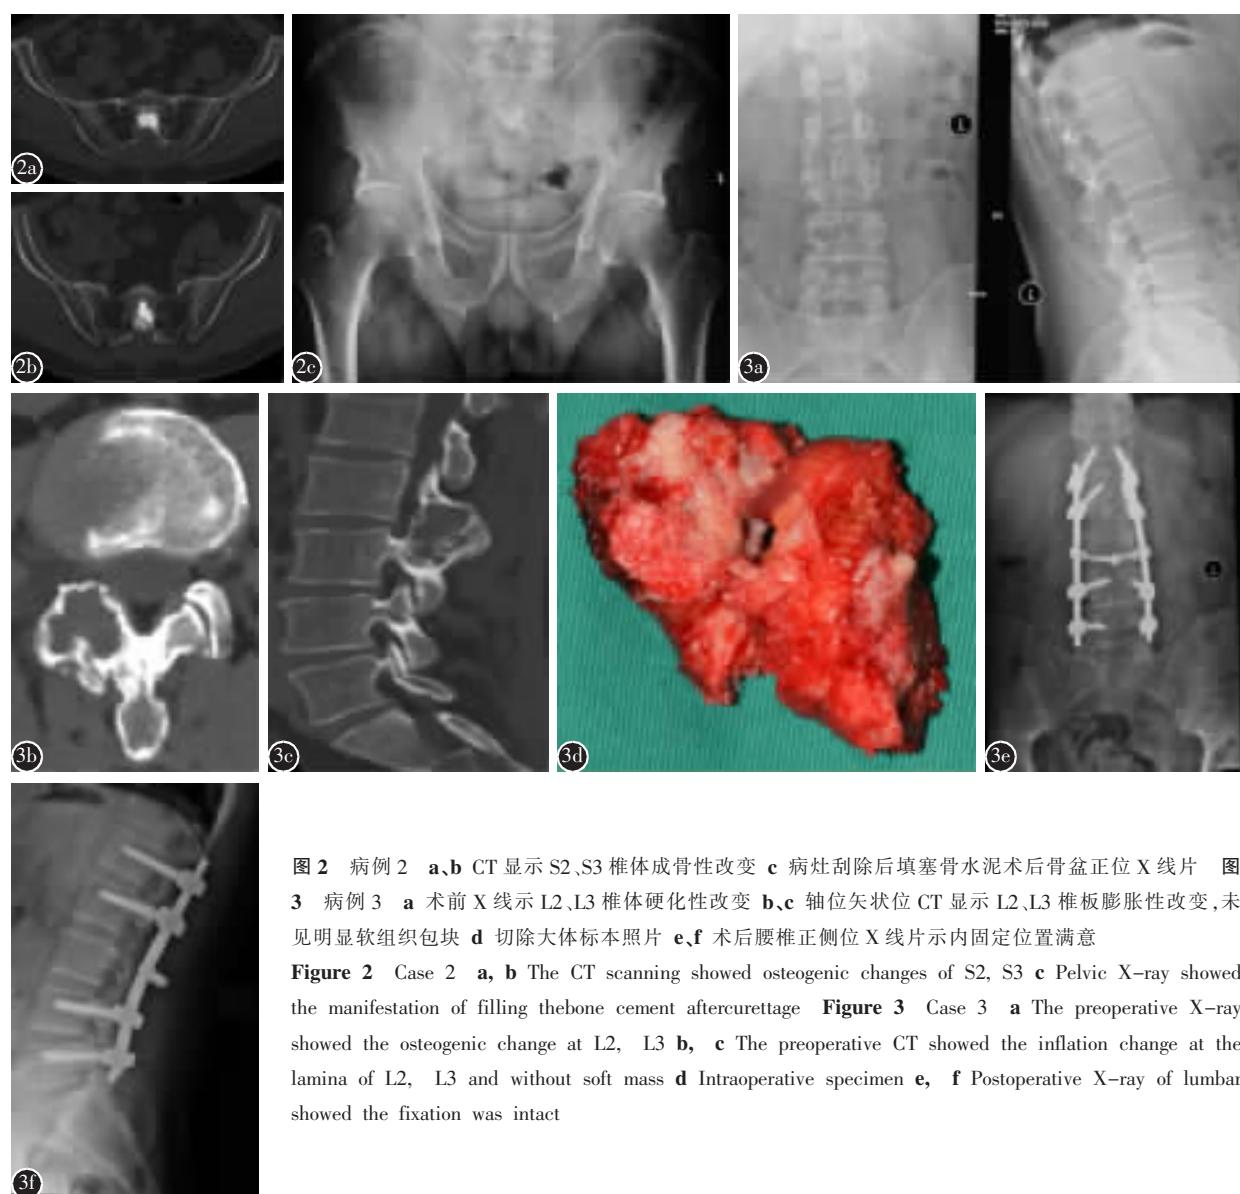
病例 2 a、b CT 显示 S2、S3 椎体成骨性改变 c 病灶刮除后填塞骨水泥术后骨盆正位 X 线片 图 3 病例 3 a 术前 X 线示 L2、L3 椎体硬化性改变 b、c 轴位矢状位 CT 显示 L2、L3 椎板膨胀性改变，未见明显软组织包块 d 切除大体标本照片 e、f 术后腰椎正侧位 X 线片示内固定位置满意
